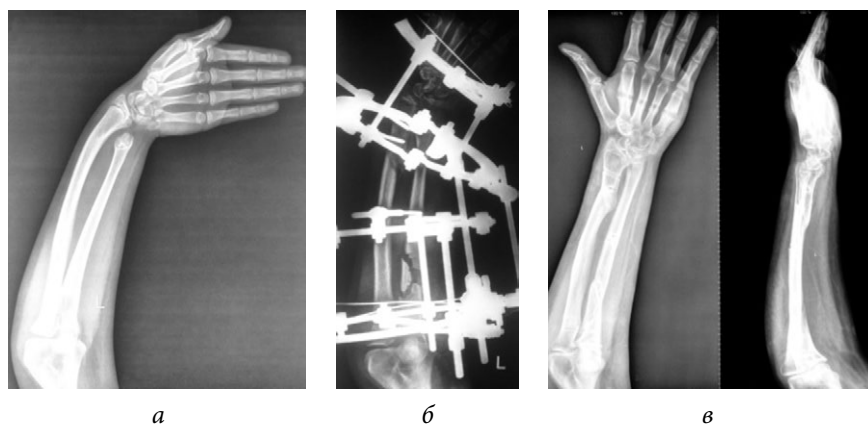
Рентгенограммы левого предплечья пациентки Г. до (а), в процессе (б) и после (в) устранения локтевой косоруконости
